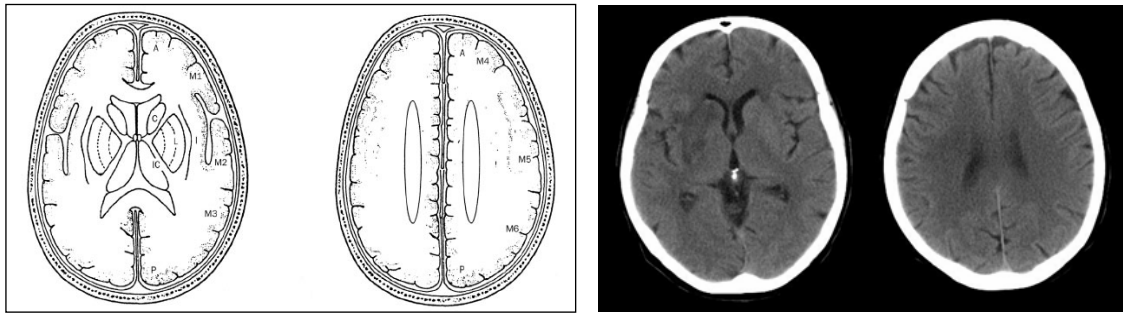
Territori ASPECTS. A= territorio vascolare dell'arteria cerebrale anteriore; P= territorio vascolare dell'arteria cerebrale posteriore; C= nucleo caudato, L= nucleo lenticolare, IC= capsula interna, I=corteccia dell'insula, M1= corteccia del lobo frontale antero-inferiore; M2= corteccia del lobo temporale laterale all'insula; M3= corteccia del lobo parietale inferiore e temporale posteriore; M4, M5, M6= territori corticali dell'ACM rispettivamente anteriore, laterale e posteriore nella scansione TC sopragangliare. M4 corrisponde al lobo frontale antero-superiore, M5 al lobo frontale precentrale-superiore ed M6 al lobo parietale superiore.*
